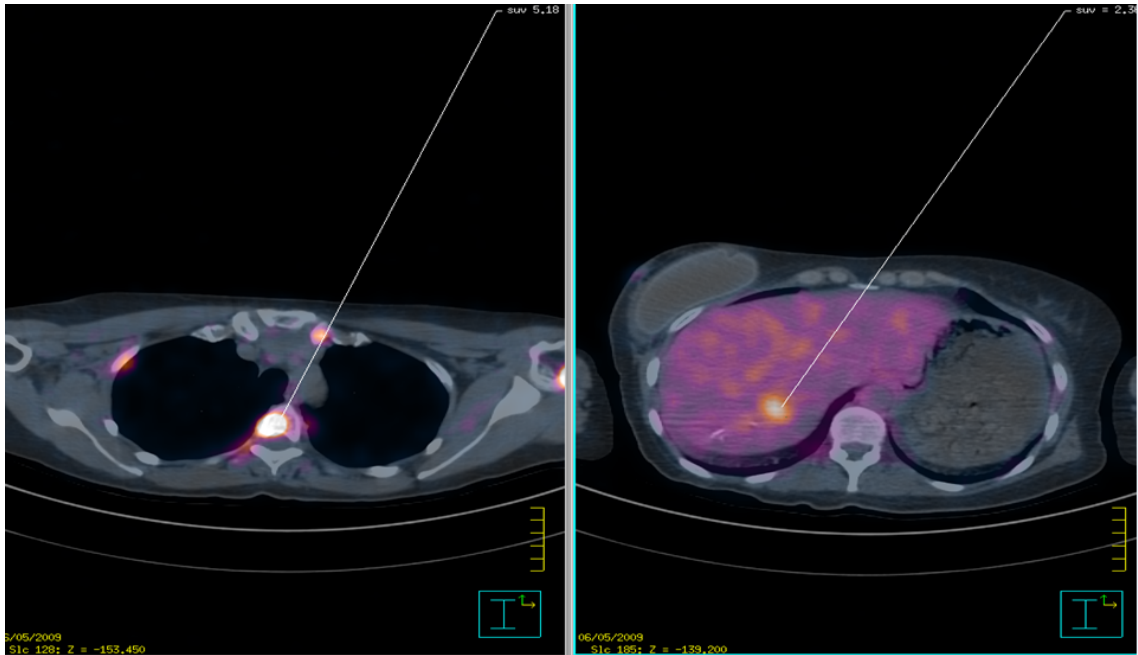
^{18}F -FDG-PET/CT imaging consistent with medullary and liver metastasis of a diffusely scattered breast cancer.
